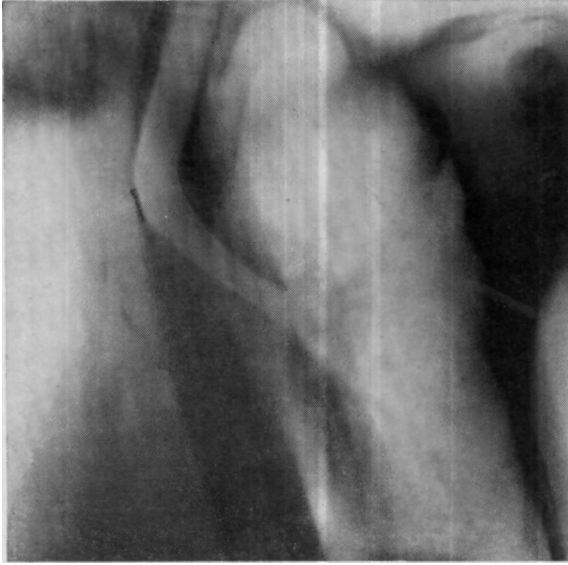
Томограмма больного Д., произведенная через корень легкого после операции трансперикардиальной окклюзии правого главного бронха.
